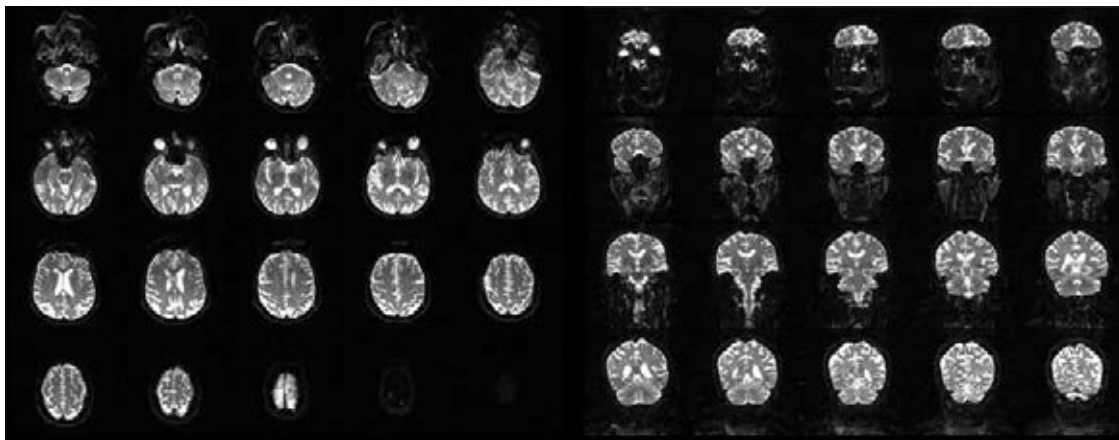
Resonancia magnética que muestra áreas de hiperintensidad a nivel cortical.
